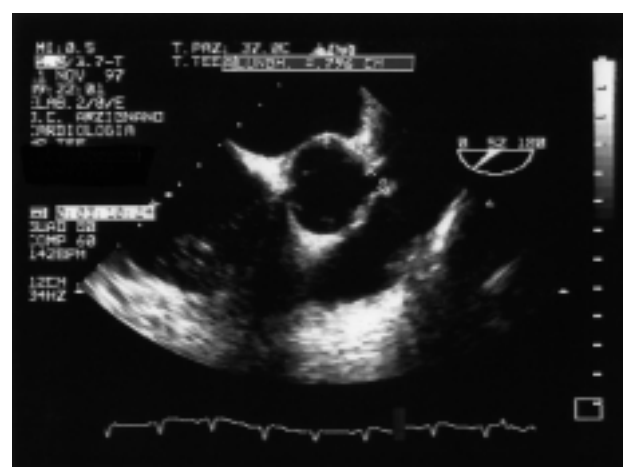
Ecocardiografia transesofagea multiplana, asse corto sulla radice aortica (caso 1). Dilatazione del tronco comune (A).
